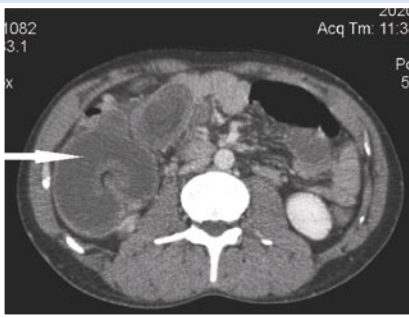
МСКТ. Утолщение стенок восходящей ободочной, слепой и терминального отдела подвздошной кишки (указано стрелкой).
